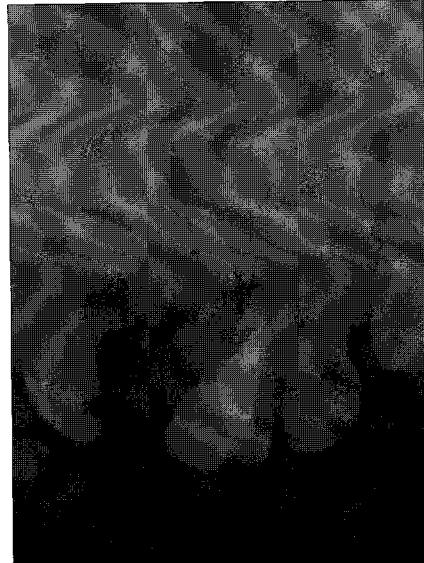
radiographic view (case 1, 5 years 3 months).
